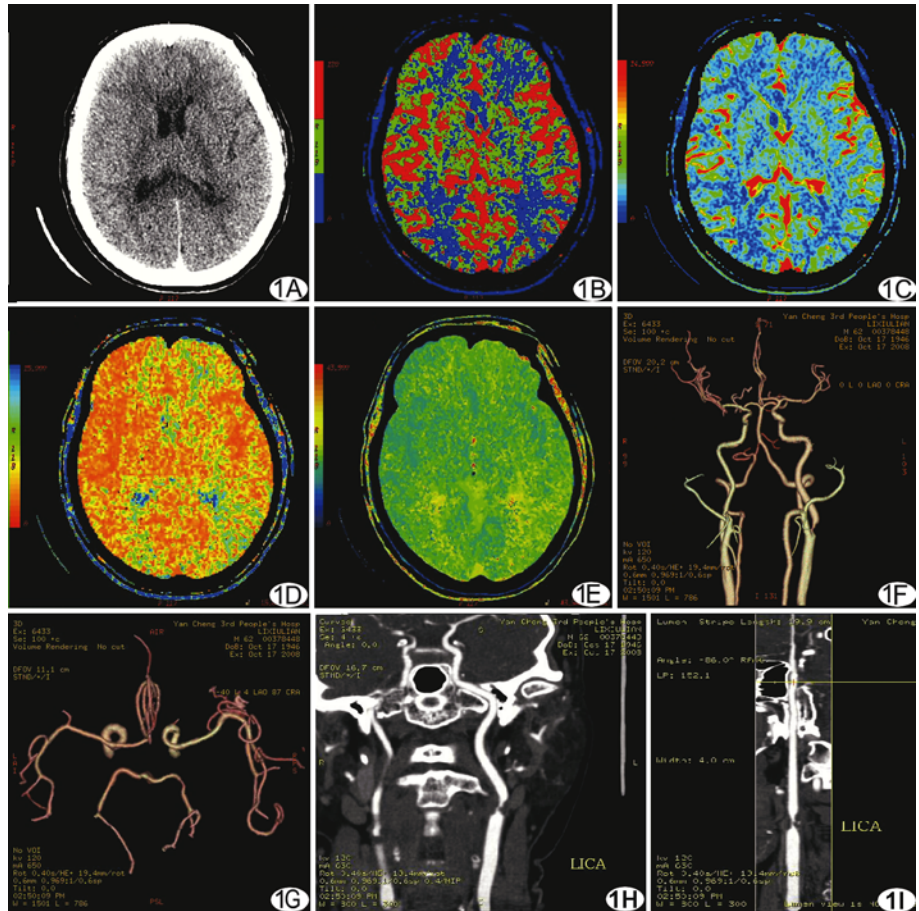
左侧颈内动脉重度狭窄 A. CT 平扫未见梗死灶; B. 左侧大脑半球 CBF 不同程度下降, 以分水岭区为主; C. 分水岭区、大脑中动脉供血区 CBV 增高; D~E. 分水岭区 MTT、TTP 延迟较大脑中动脉供血区更明显; F、G. VR 重建示左颈内动脉重度狭窄, 对侧大脑前动脉 A1 段显示缺如, 双侧后交通动脉未显示; H~I. CPR 重建示左颈内动脉起始部重度狭窄, 软斑块形成
